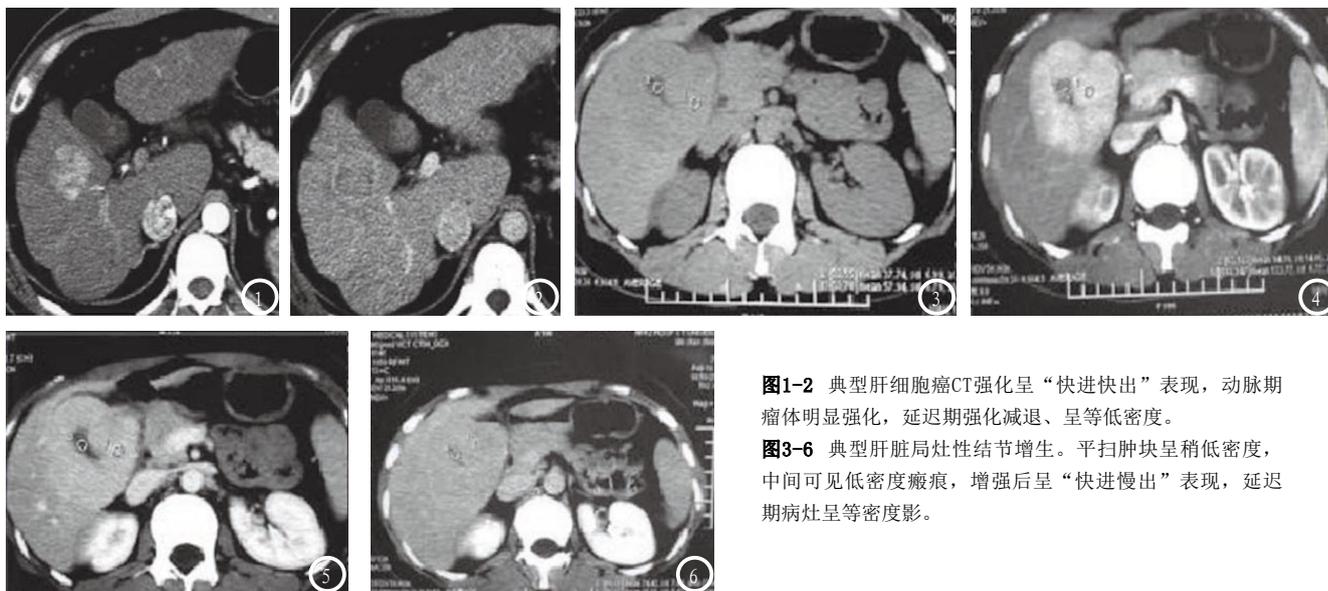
典型肝细胞癌CT强化呈“快进快出”表现, 动脉期瘤体明显强化, 延迟期强化减退、呈等低密度。
